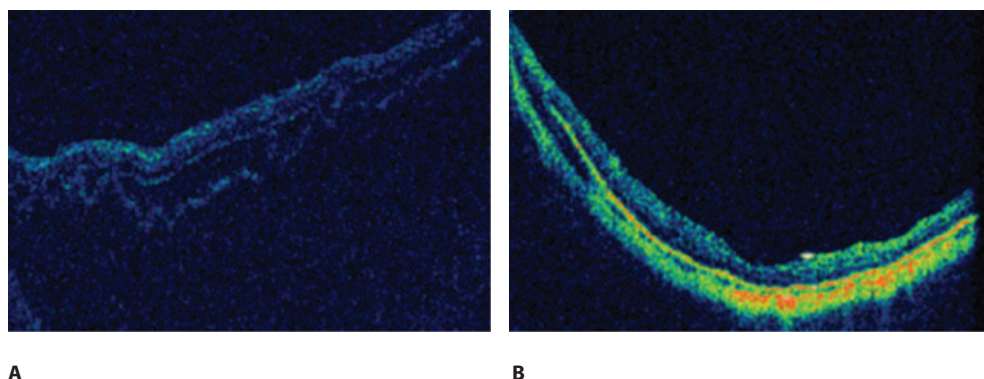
Оптическая когерентная томограмма глазного дна пациента К. с отслойкой сетчатки, вызванной макулярным отверстием, в глазу с миопией высокой степени: А – до операции МО не визуализируется в связи с экстремально длинной ПЗО и отсутствием фиксации взгляда у пациентки. Наличие МО подтверждено интраоперационно; В – через 1 месяц после операции макулярное отверстие закрыто, сетчатка прилежит
